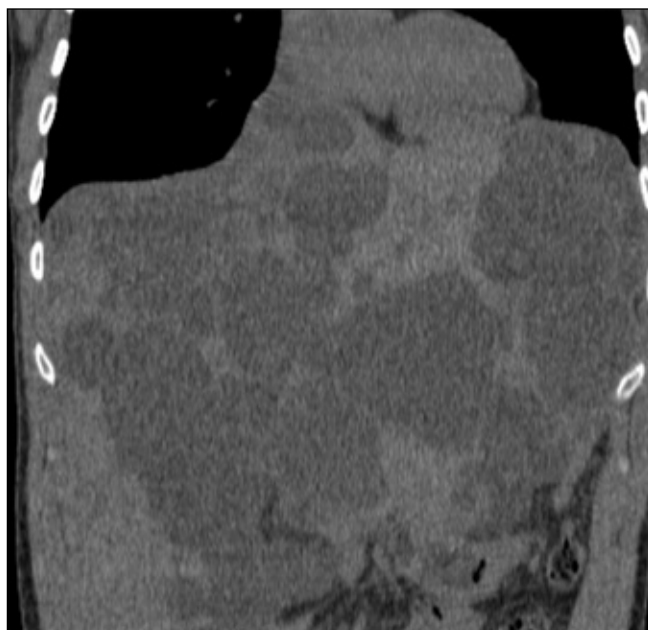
TC addominale eseguita 20 giorni dopo l'aspirazione della cisti, che mostra l'emidiaframma destro normale, senza più evidenza della cisti nel lobo destro del fegato e senza compressione del cuore e dell'aorta ascendente.
